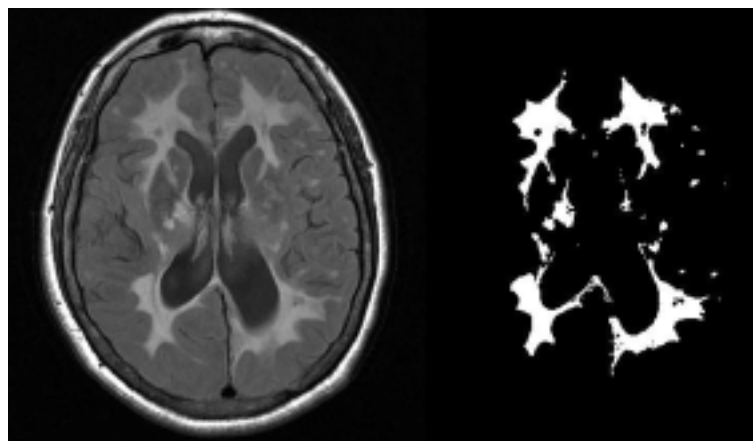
在轴面液体衰减反转恢复 (FLAIR) 图像上进行白质高信号的病灶分割。左图为原始图像, 右图为分割后的病灶
